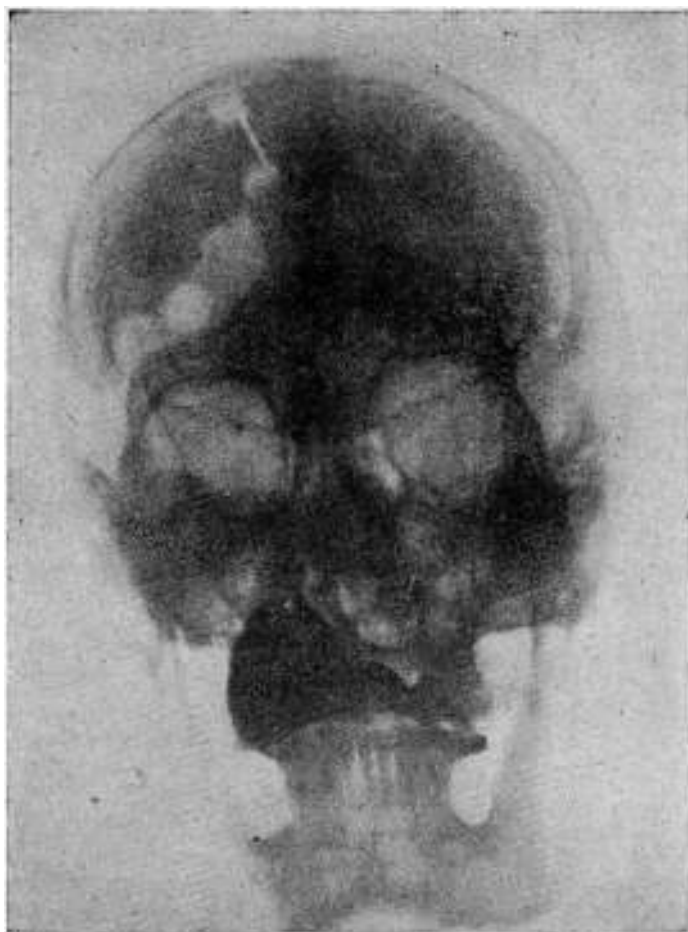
Radiografía de frente, postoperatoria, mostrando el lugar de colocación de los "clips".
